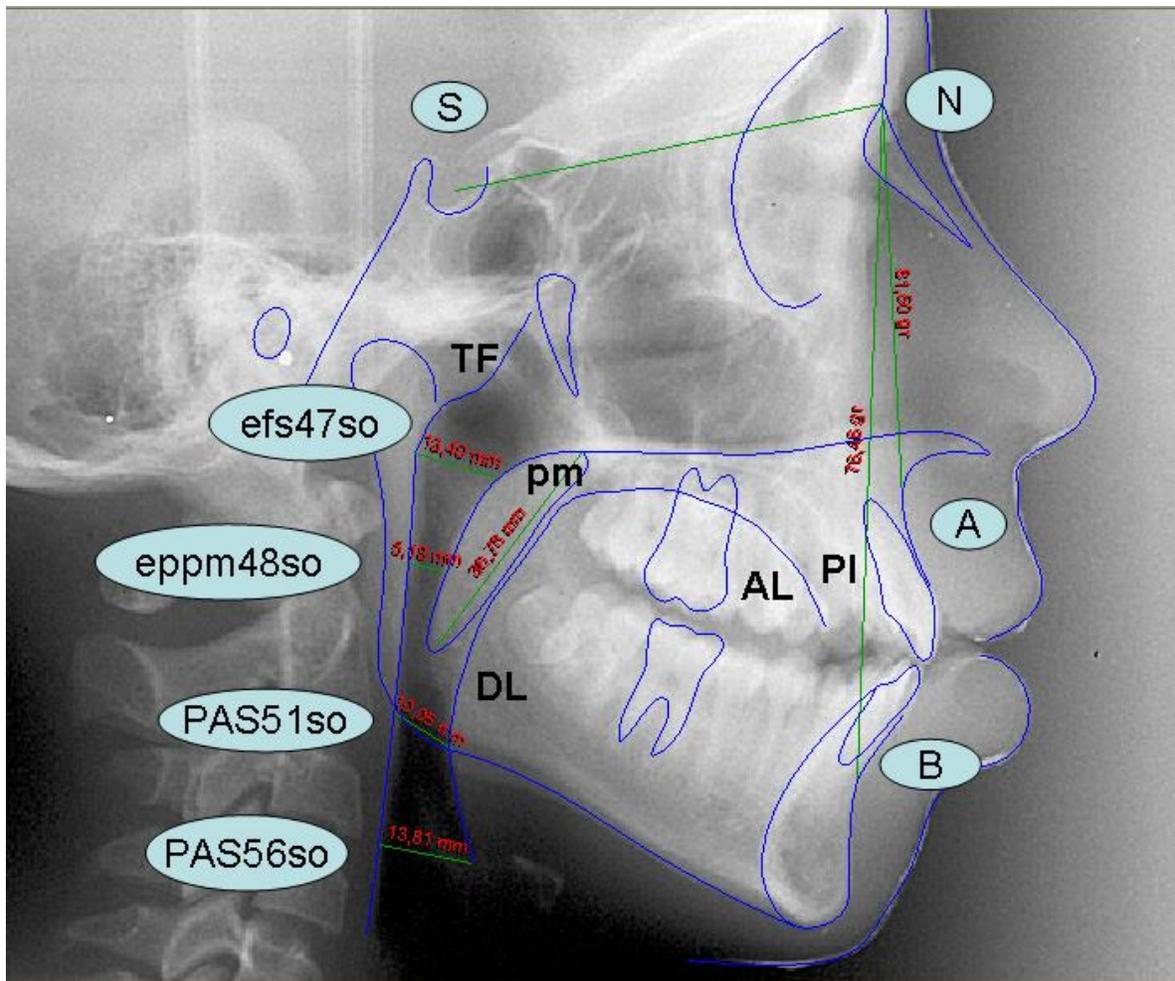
Telerradiografia em Repouso Mandibular (RM), posicionado confortavelmente de pé, na posição natural da cabeça, sem toque dental, olhando para o espelho conforme ensaio prévio. Apresentou o eppm48so = 5,18mm e ápice lingual baixo, não vedamento labial, anteriorização mandibular e notar que os dentes incisivos estão quase topo a topo.
